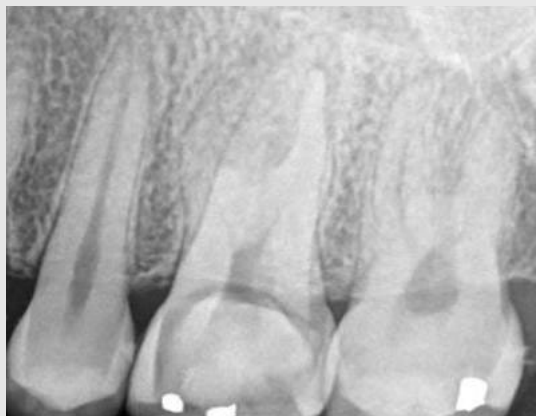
Pro-operative periapical radiograph. A large temporary restoration near to pulp chamber, and a slight apical ligamental space widening of #26 tooth were observed.
